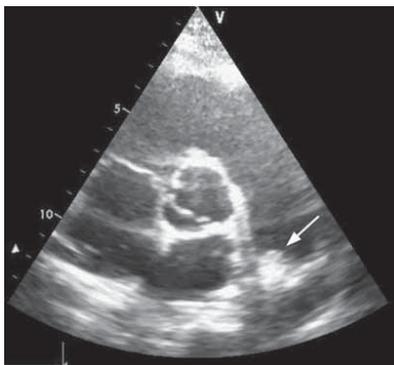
Ecocardiograma transtorácico en el que se aprecia un trombo en la bifurcación de la arteria pulmonar (flecha).
